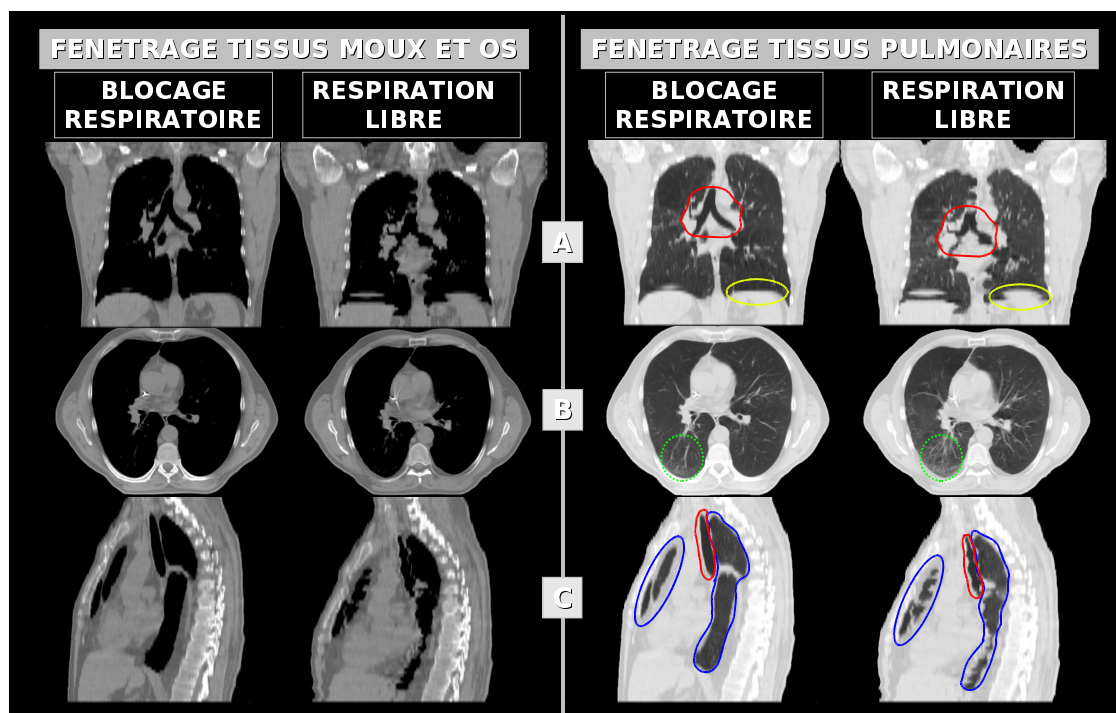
Coupes coronales (A), axiales (B), sagittales (C) d’une acquisition TDM 3D en blocage respiratoire (à gauche) et en respiration libre (à droite) d’un patient du protocole “Respi2000”. Deux fenêtrage sont utilisées afin de mettre en évidence différentes structures dans les images : les tissus moux et les os d’un part (images de gauche) et les structures à l’intérieur des poumons d’autre part (images de droite). Les artefacts d’acquisition en respiration libre sont visibles sur les coupes coronales au niveau de la trachée et des bronches souches droite et gauche (entouré en rouge) et du diaphragme (en jaune), sur la coupe sagittale au niveau de la trachée (en rouge) et des deux régions pulmonaires (en bleu). Sur les coupes axiales on peut observer un faible changement de densités pulmonaire (régions entourées en vert) dû à une quantité d’air différentes dans les poumons pendant la respiration libre par rapport au blocage respiratoire.
